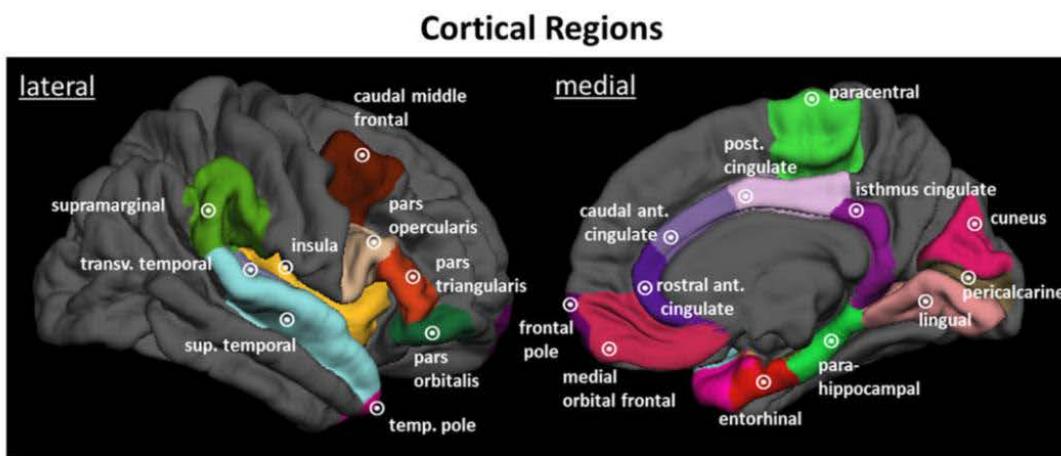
Zonas de activación del cerebro en sujetos con migraña crónica vs sujetos asintomáticos. Con permiso de: Schwedt, T.J., Chong, C.D., Wu, T., Gaw, N., Fu, Y. & Li, J. (2015) Accurate Classification of Chronic Migraine via Brain Magnetic Resonance Imaging. *Headache*, 55, 762-777.
